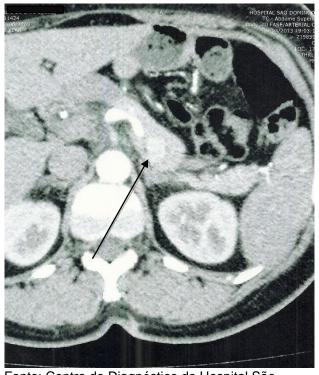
TC de abdome superior mostrando insulinoma em transição corpo/cauda do pâncreas.
